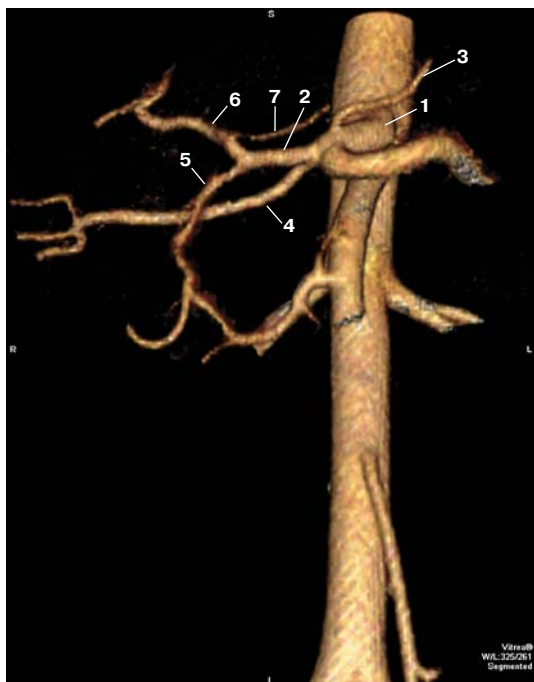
КТ-ангиограмма, 3D-реконструкция. Артерии печени. 1 – чревный ствол, 2 – ОПА, 3 – ЛЖА, 4 – ППА, 5 – желудочно-двенадцатиперстная артерия, 6 – ЛПА, 7 – правая желудочная артерия.
